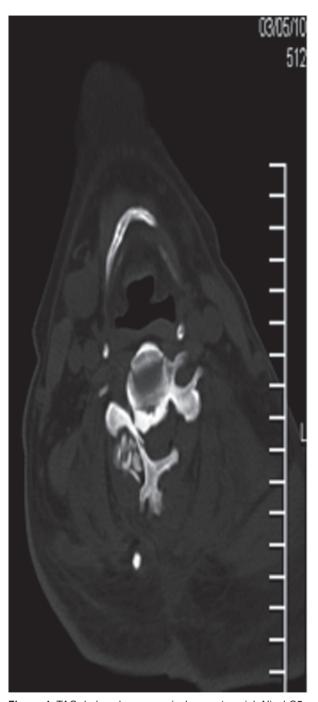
TAC de la columna cervical en corte axial. Nivel C5, después de la laminoplastia. C3, C4, C5 y C6 con descompresión posterior en el conducto medular y los forámenes; en la parte anterior y en la posterior del cuerpo vertebral nótese la osificación del ligamento longitudinal en forma de montículo, la apertura de la lámina izquierda y la colocación del injerto óseo sobre la lámina derecha.
